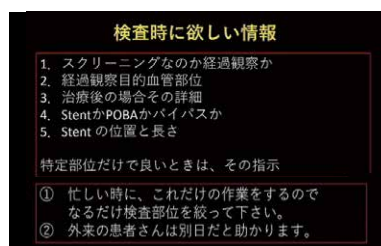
エコー室からカテ室への要望と検査技師が検査時に留意すべき点
